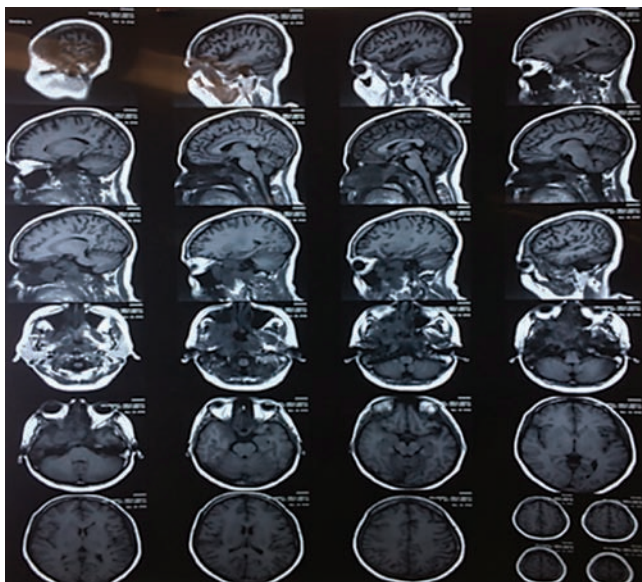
Resonancia magnética cerebral. Se confirma la presencia de extensa masa tumoral que involucra la región nasofaríngea y que se extiende anteriormente invadiendo las estructuras del macizo craneo facial, piso de la órbita derecha y regiones pterigopalatinas.
